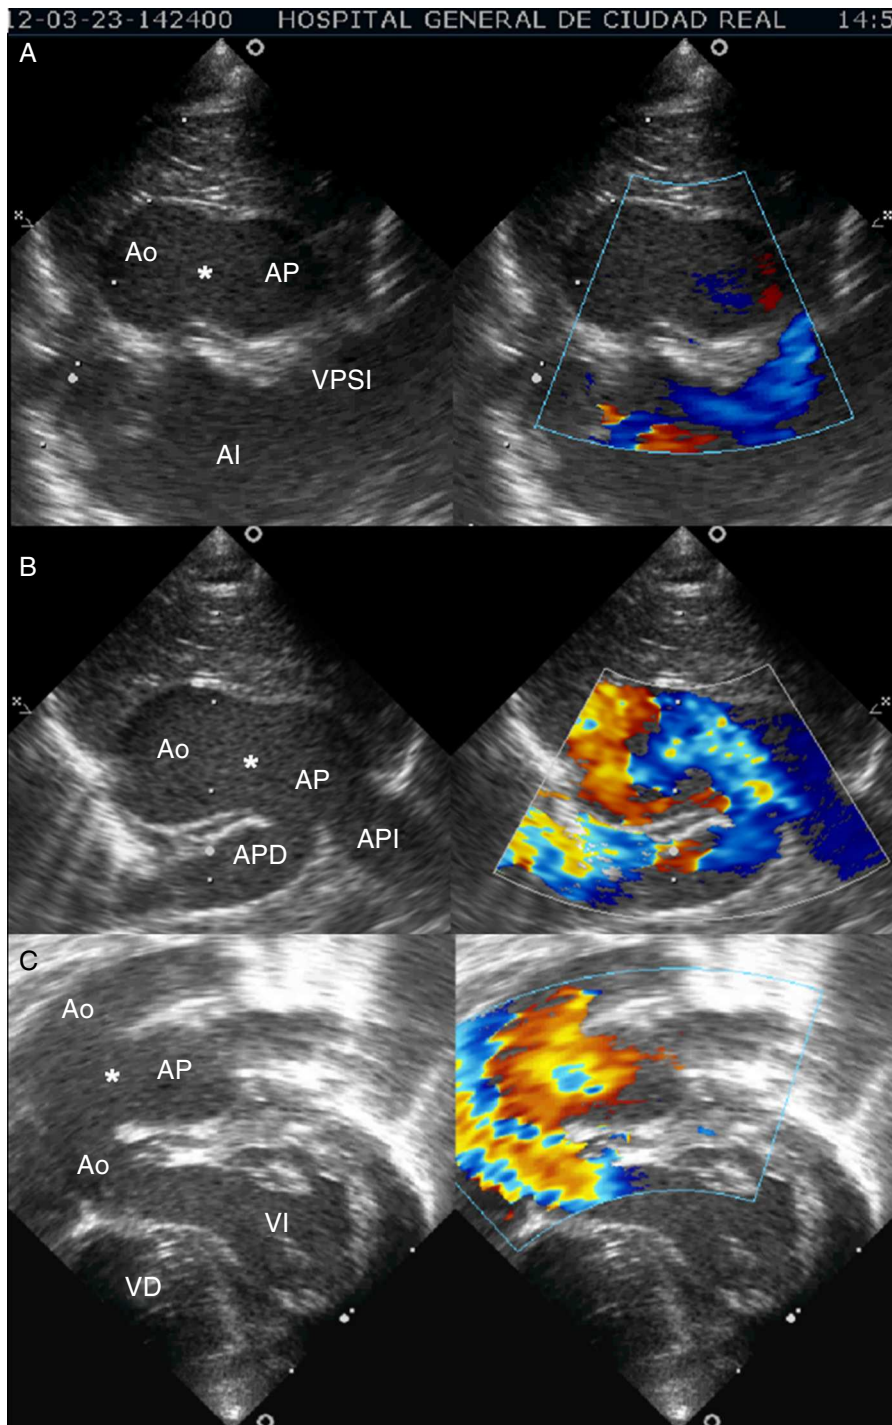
Ecocardiografía transtorácica. A. Plano supraesternal eje largo. B. Plano paraesternal eje corto. C. Plano coronal de 4 cámaras subcostal modificado.
